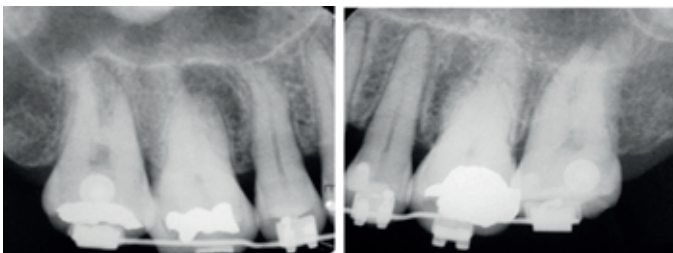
Radiografias periapicais direita e esquerda demonstrando que existia espaço entre as raízes para a instalação dos miniimplantes.
